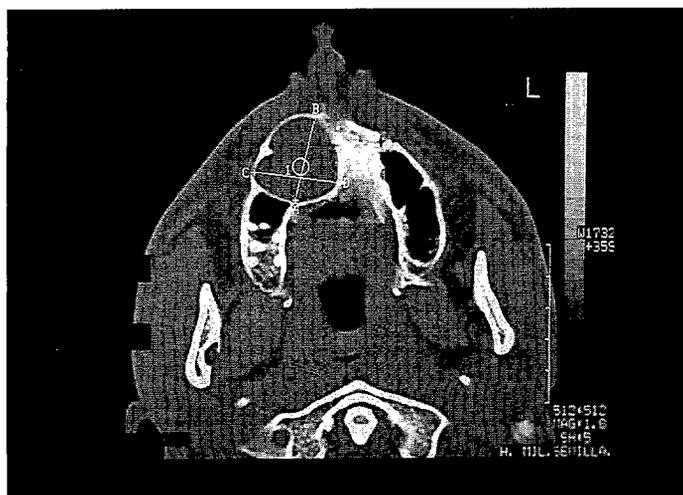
Imagen radiológica de paciente de 18 años de edad con quiste glóbulomaxilar, remitido para su tratamiento quirúrgico desde el Hospital Militar de Melilla. En la TC se observa imagen de gran tamaño, unilocular, de bordes bien delimitados, sin conexión con seno maxilar y que desplaza dientes adyacentes.
